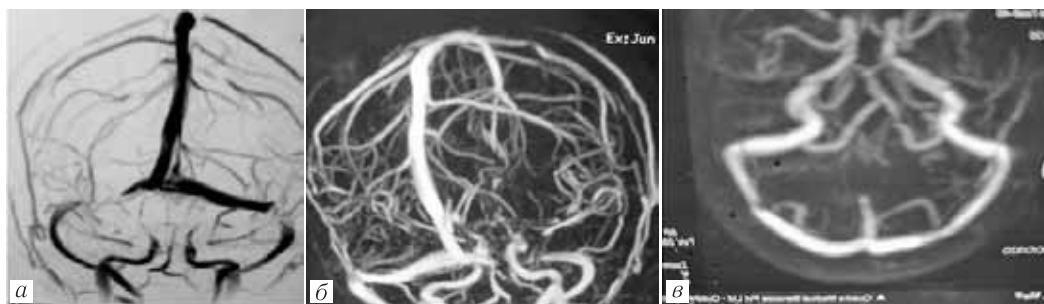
МРТ-признаки ТКВС после вакцинации против COVID-19. Пациентка 60 лет с анамнезом мигрени, госпитализирована с жалобами на усиливающиеся головных болей, сохраняющиеся в течение 3 недель, начавшиеся примерно через 2 недели после второй дозы вакцины AstraZeneca (вакцина COVISHIELD). Отсутствовали признаки тромбоцитопении или повышенного уровня D-димера, отмечен низкий уровень протеина S, что указывало на ранее существовавшее протромботическое состояние: а, б — МР-венография: сегментарная частичная окклюзия обоих поперечных синусов. Назначен апиксабан в дозе 2,5 мг два раза в день. Головные боли уменьшились. Повторная МР-венография выполнена >6 месяцев спустя (в): реканализация тромбированных сегментов. Уровень протеина S оставался постоянно низким, было рекомендовано продолжать постоянный прием апиксабана. После третьей бустерной дозы той же вакцины проблем не возникло (сообщение о случае ТКВС у женщины после вакцинации Covisheild от COVID-19. У пациентки имелся дефицит протеина S, поэтому ей была назначена пероральная антикоагулянтная терапия на неопределенный срок (Chakravarty A., 2021))
